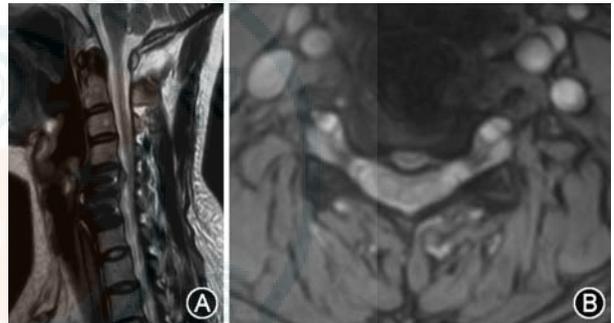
颈椎人工间盘置换术治疗颈椎邻椎病术前MRI检查患者女,34岁, $C_{5/6}$ 前路椎间融合术后 $C_{4/5}$ 颈椎间盘突出症;A:矢状位 T_2 加权像MRI示可见 $C_{5/6}$ 术后内固定影像, $C_{4/5}$ 节段椎间盘突出,同水平硬膜囊受压;B:轴位 T_2 加权像MRI示 $C_{4/5}$ 节段椎间盘呈中央型突出,同水平硬膜囊受压
